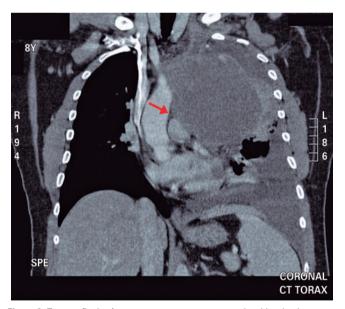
Tomografia de tórax com contraste, corte coronal, evidenciando o contato da massa mediastinal com a aorta e o tronco pulmonar (seta). Notam-se ainda derrame pleural à esquerda e atelectasias compressivas do parênquima pulmonar adjacentes à lesão
